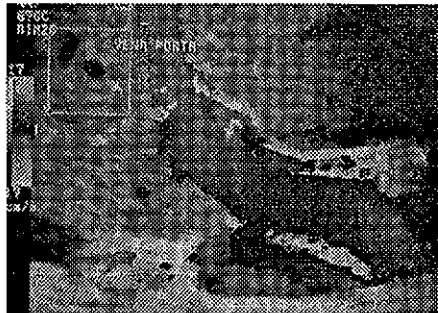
Doppler color 3D de la vena porta
